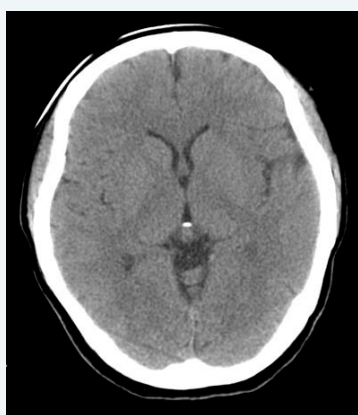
A CT scan showed no early CT signs at admission to Aso Central Hospital.
